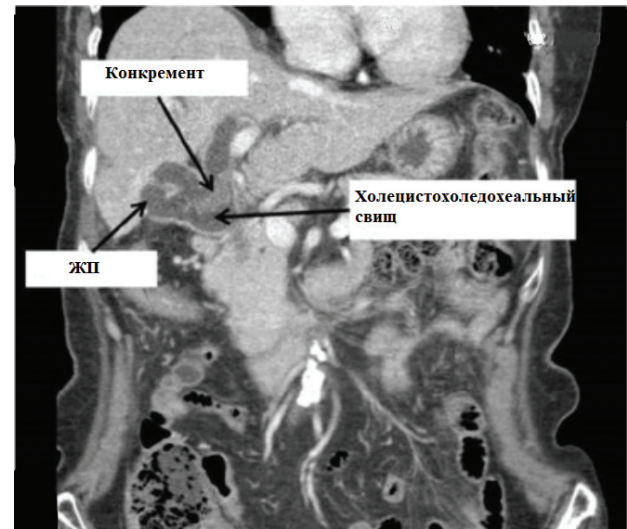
Компьютерная томограмма. СМ II тип. Холецистохоледохеальный свищ
